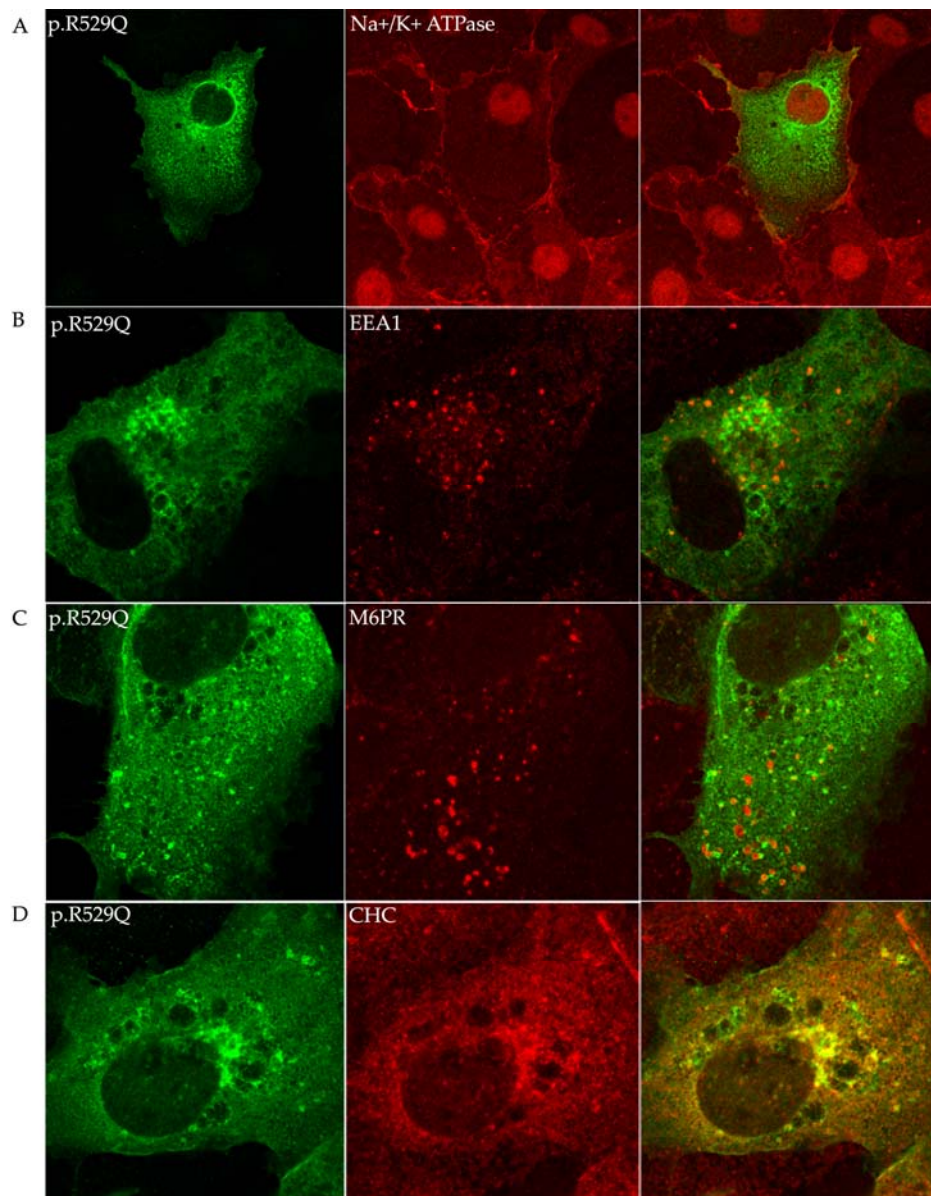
Efecto de las mutaciones p.R529Q sobre la localización de SH3TC2. p.R529Q, fue sobreexpresada en células de COS-7, e inmunodetectada con anti-HA (A-D, canal verde). Además, anti-Na,K ATPasa (A), anti-EEA1 (B), anti-M6PR (C), y anti-CHC (D), se usaron como marcadores de orgánulos (canal rojo). En el panel derecho se muestra la superposición de las imágenes obtenidas con los diferentes canales.
